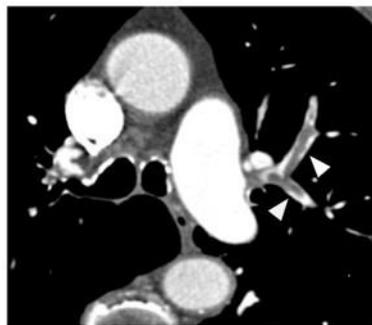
Angiotomografía mostrando tromboembolismo pulmonar agudo con defecto de llenado parcial, formando el “signo del tranvía” (cabezas de flechas), en ramas del lóbulo superior izquierdo.²⁵
